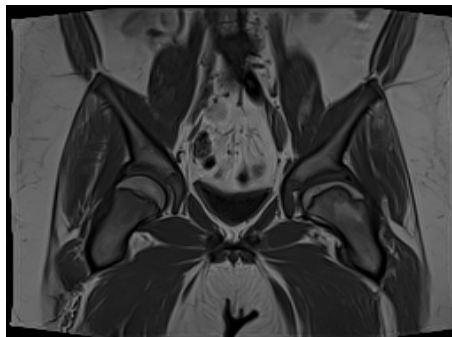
Maladie Perthes șold stâng, RMN
